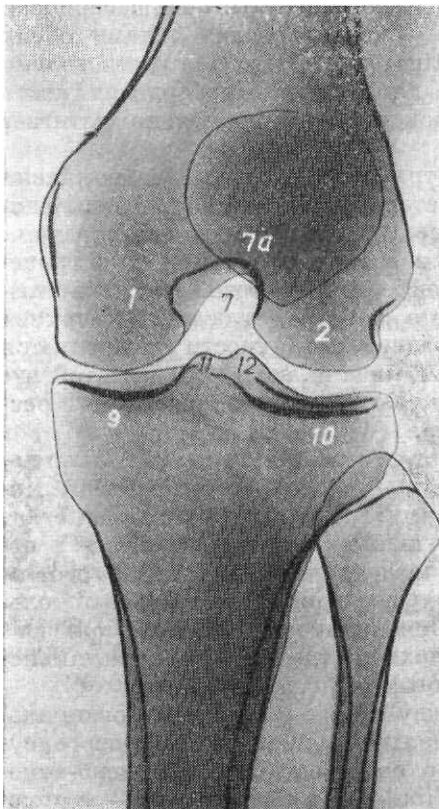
Прицельная рентгенограмма межмыщелковой ямы коленного сустава.
